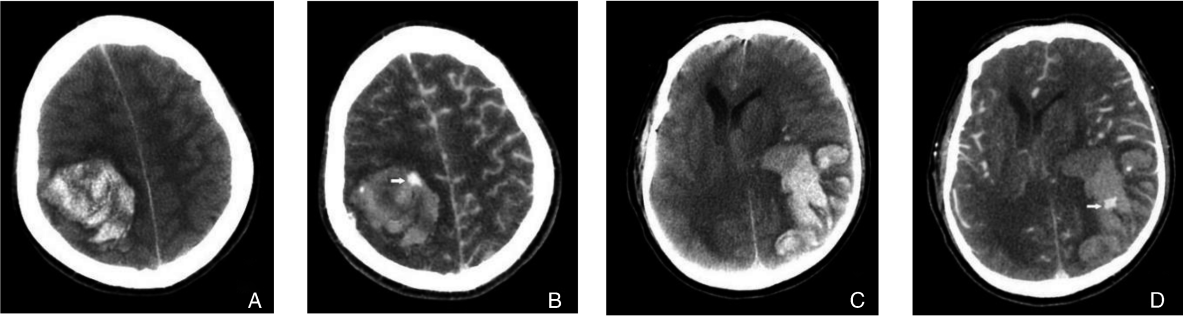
急性 ICH 患者 CT 扫描渗漏征表现
